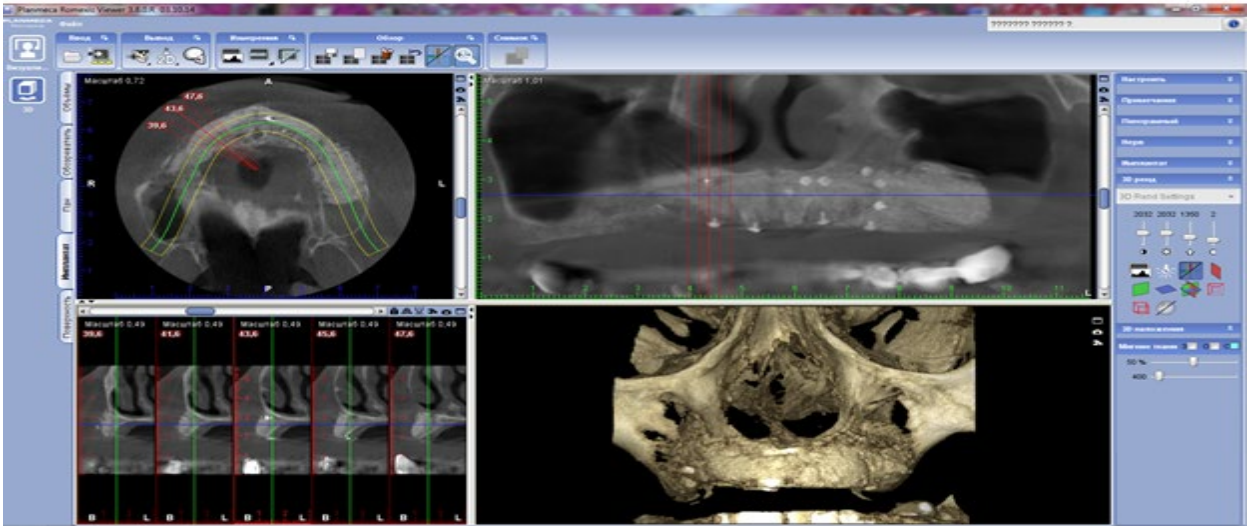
Скриншот конусно-лучевой компьютерной томографии пациентки А. через 6 месяцев после реконструкции костной ткани верхней челюсти
